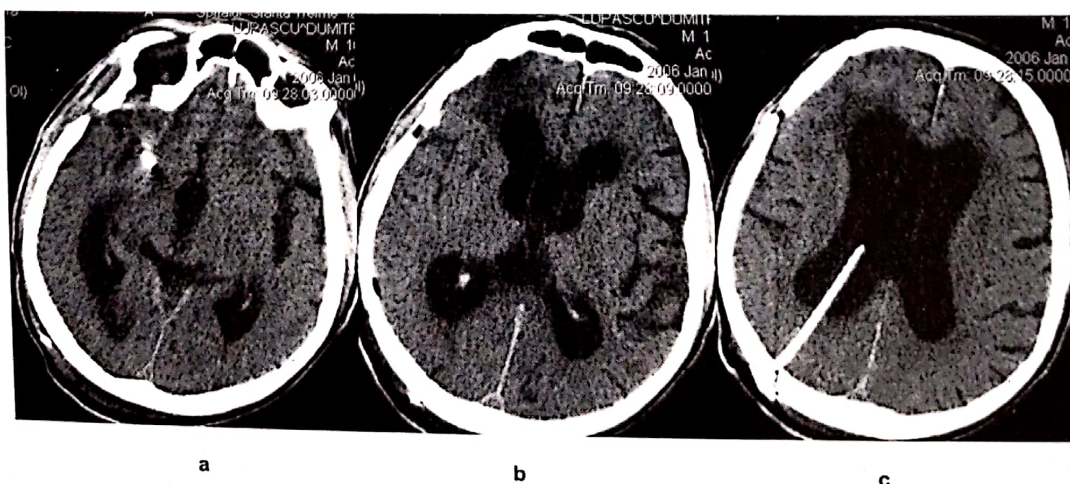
Hidrocefalia post-HSA anevrismală. Imagini CT postoperatorii. a. Abordul pterional cu clipul de pe anevrismul de arteră cerebrală medie dreaptă. b. Dilatarea sistemului ventricular în cadrul hidrocefaliei post-HSA. c. Trepanația occipitală cu cateterul intraventricular al drenajului ventriculoperitoneal.
